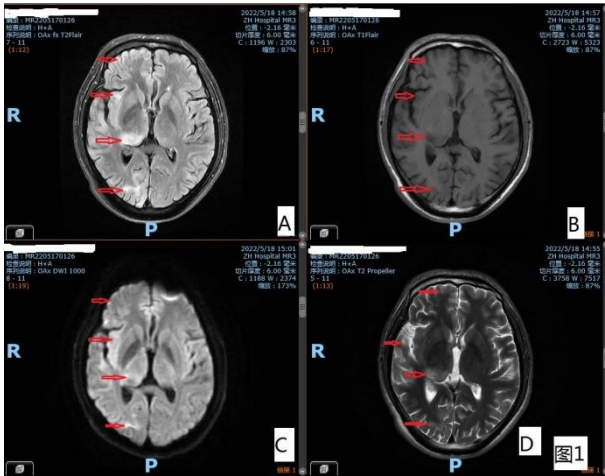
右侧外囊、颞叶、额叶、丘脑多发片状/斑片状 T1WI 稍低/低信号, T2WI 高信号, T2-Flair 高信号, DWI 稍高信号影
